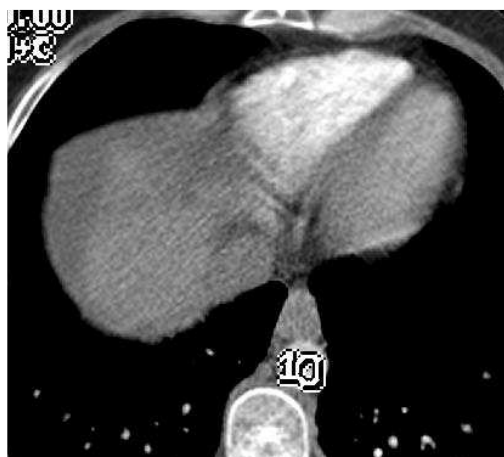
Bolus tracking-Esempio di acquisizione post contrastografica basato sulla tecnica del “Bolus Tracking” o picco di enhancement aortico. In tutti gli esami TC, il valore soglia di enhancement aortico è stato fissato a 150HU.
